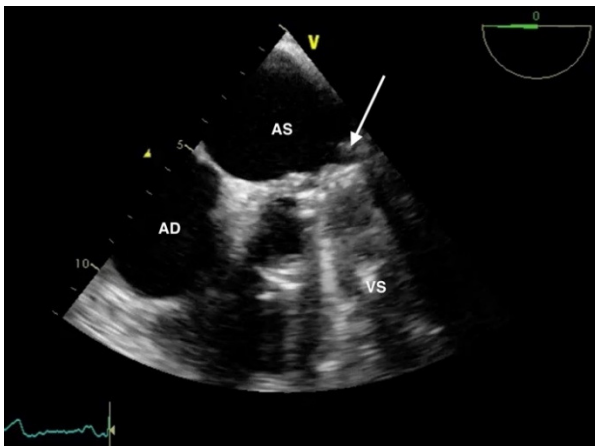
ETE: incidență mezoesofagiană apical 4 camere: proteză mecanică mitrală cu 2 discuri (săgeata albă). Se remarcă artefactele acustice date elementele mecanice ale protezei care nu permit evaluarea structurilor din spatele ei, respectiv a VS.
